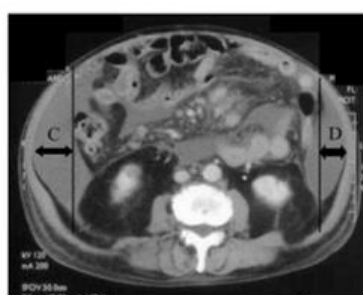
On this CT image at the level of the lower pole of the left kidney, the thickness of ascites in the paracolic space was measured by determining the distance from the inner surface of the right abdominal wall at the antero-posterior mid portion to the vertical line through the posterior pole of the right paracolic gutter (C cm), and from the inner surface of the left abdominal wall to the vertical line through the posterior pole of the left paracolic gutter (D cm).
